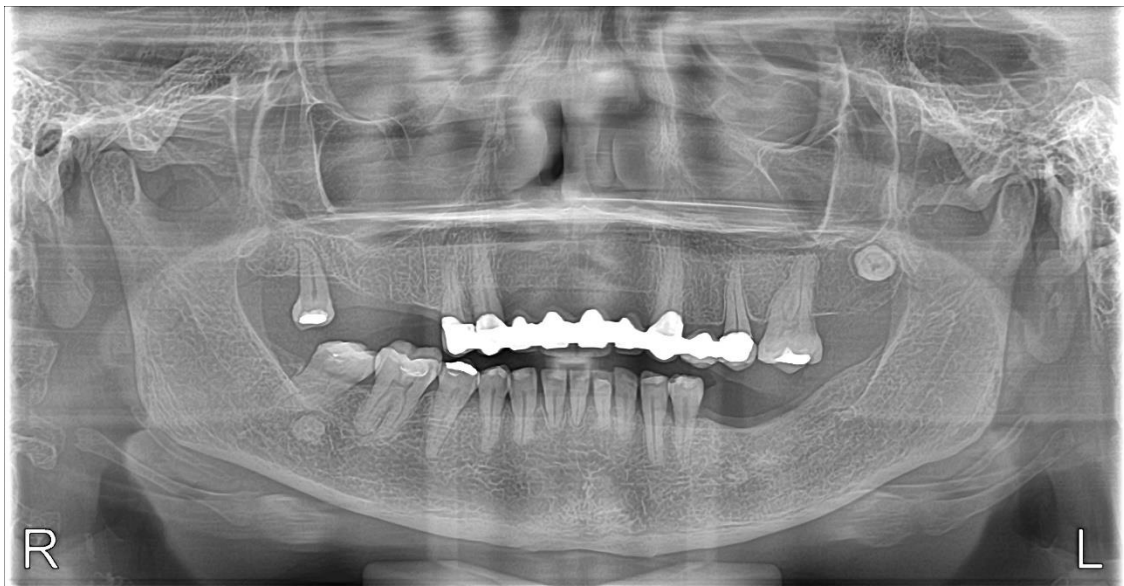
Radiografía Panorámica control anual.
